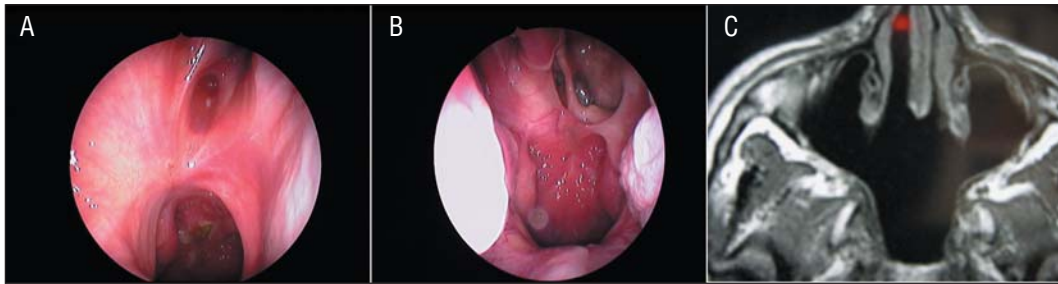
A y B: visión endoscópica postoperatoria (más de 3 años) de dos casos intervenidos endoscópicamente. Cicatrización en el reborde coanal y la zona del basiesfenoides (A) y la ausencia de vómer (B) con los senos esfenoidales al fondo y las colas de ambos cornetes inferiores lateralmente. C: es la imagen de resonancia magnética de control del caso que se observa en B.
